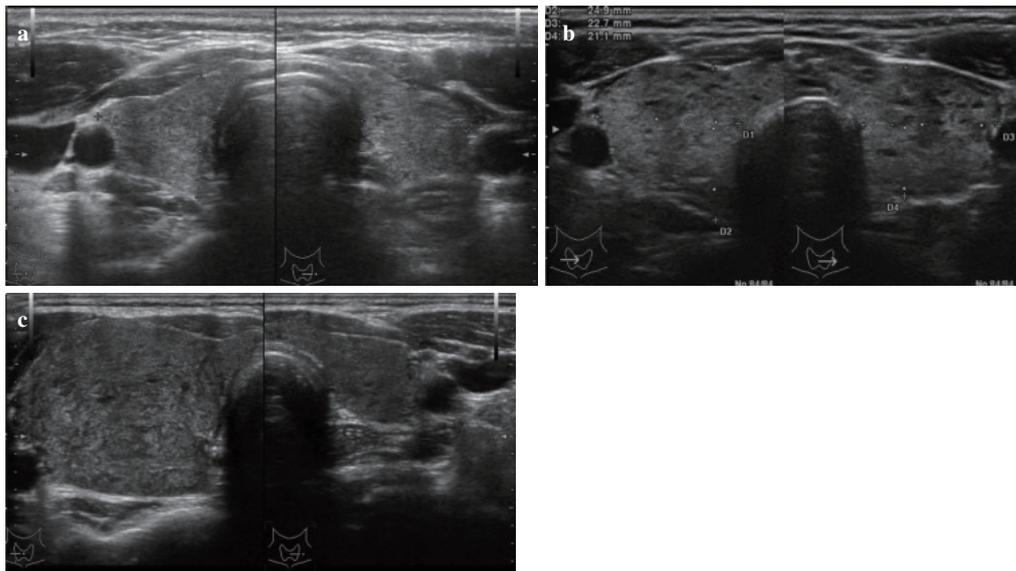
a：ほぼ正常の超音波像を呈している. b：びまん性腫大に加え内部不均質となっている. また、低エコー斑が散見される. c：片葉のみ腫大している.
